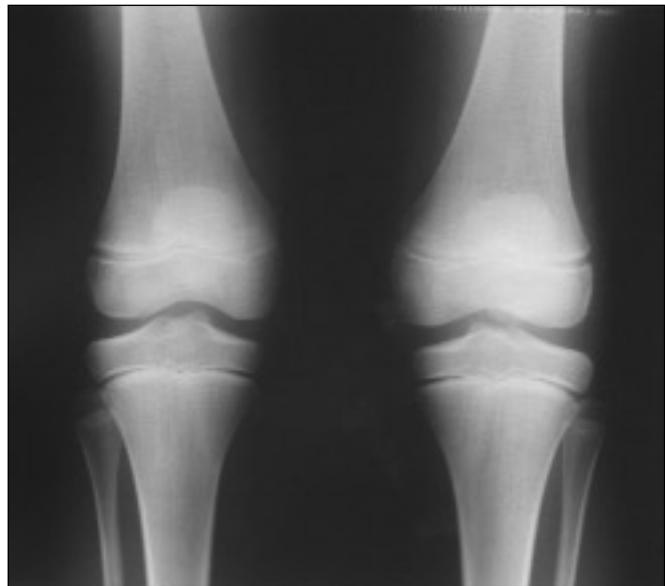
Radiografías iniciales en donde se observa patela alta y un fragmento osteocartilaginoso en el polo distal de la r6tula.
